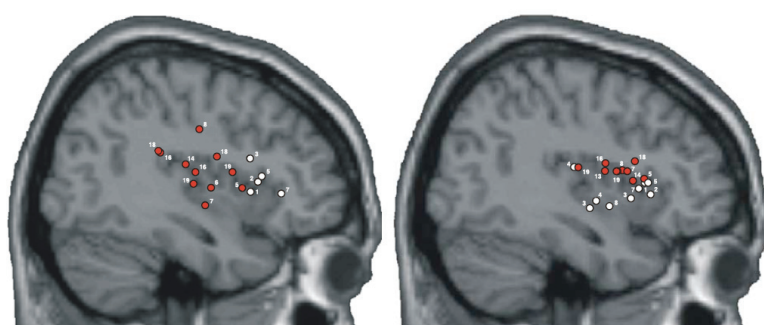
Récapitulatif de plusieurs études ayant mis en évidence une activation de l'insula gauche postérieure (IRM en coupe sagittale de gauche) lors d'une stimulation nociceptive (représentés par des points rouges) et de l'insula dorsale pour l'insula droite (IRM de droite). À gauche, les points blancs représentent les activations de l'insula gauche antérieure lors de la perception de la douleur chez autrui et à droite les activations de l'insula ventrale – issue de (Jackson *et al.*, 2006b).
